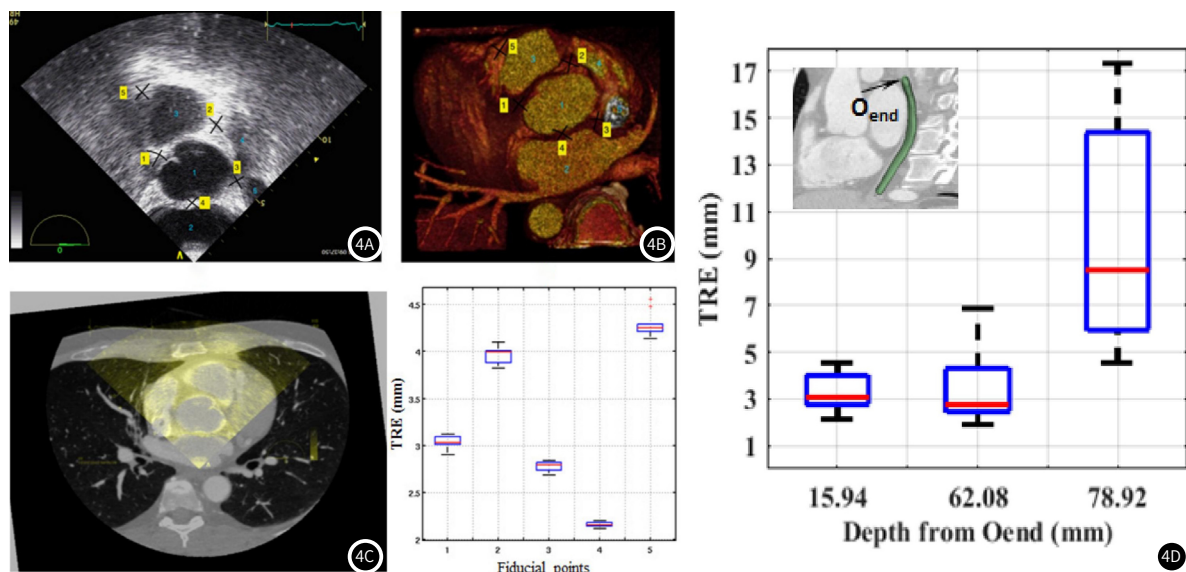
图4D (4A) US图像和(4B) CT标记的基准点。(4C) US图像和重新格式化的CT切片的最佳2D-2D配准结果。(4D) 食道内三个不同深度TRE的盒子图。
